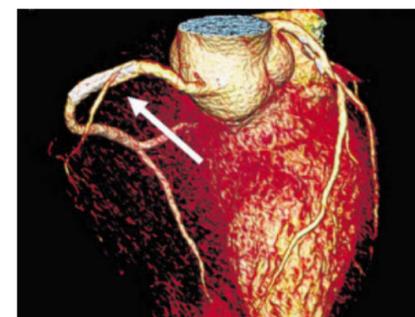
49-jähriger Patient mit bekannter KHK und bereits erfolgter Stent-Implantation in die rechte Herzkranzarterie vor 2 Jahren. Jetzt leidet der Patient erneut unter Angina Pectoris. Es bestand Verdacht auf eine Engstelle im Stent. Obere Reihe: Mittels 256-Schichten-FLASH-CT konnte jedoch gezeigt werden, dass der Stent gut durchblutet ist und keine bedeutsame Engstelle aufweist (siehe Pfeile). Untere Reihe: Allerdings hat sich eine neue hochgradige Engstelle der Vorderwandarterie gebildet (siehe Pfeile untere Reihe), welche die Beschwerden erklärt. Aufgrund der CT-Untersuchung konnte eine gezielte neue Stent-Implantation in diesem Gefäß geplant werden, so dass die Herzkatheter-Untersuchung schnell und problemlos verlief.
